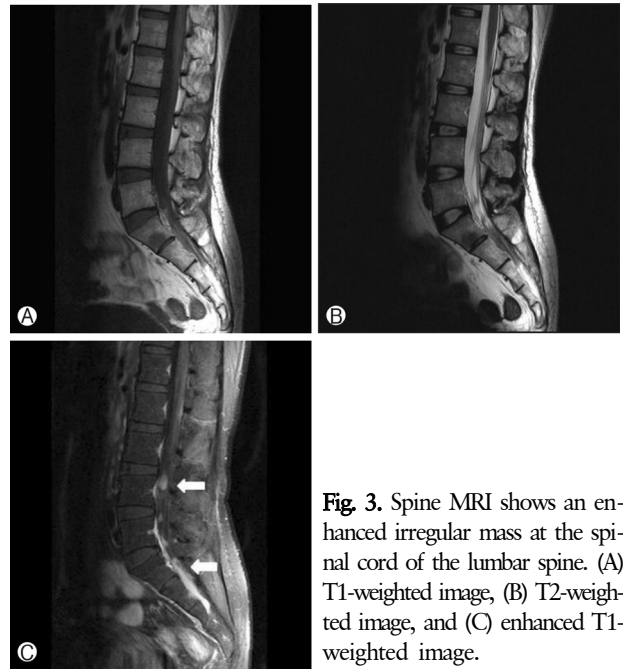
Spine MRI shows an enhanced irregular mass at the spinal cord of the lumbar spine. (A) T1-weighted image, (B) T2-weighted image, and (C) enhanced T1-weighted image.
